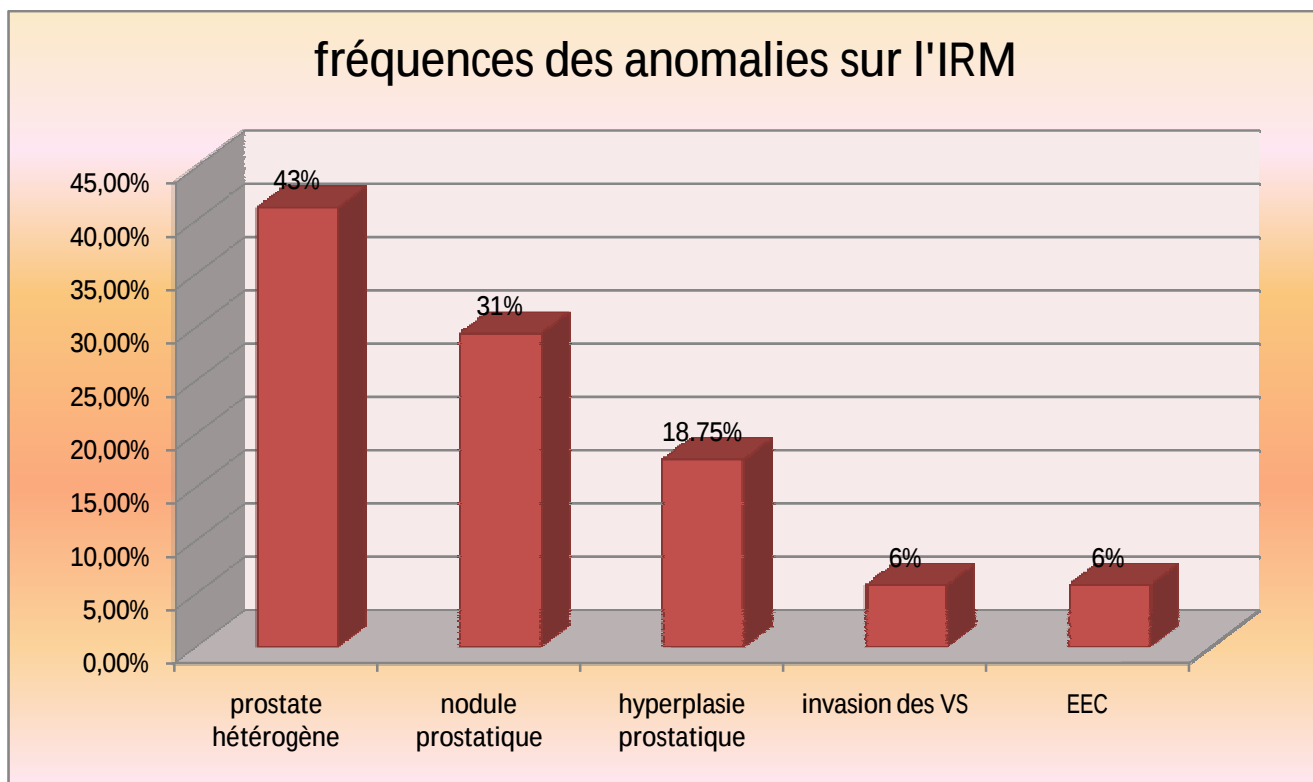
fréquences des anomalies retrouvées sur l'IRM.
